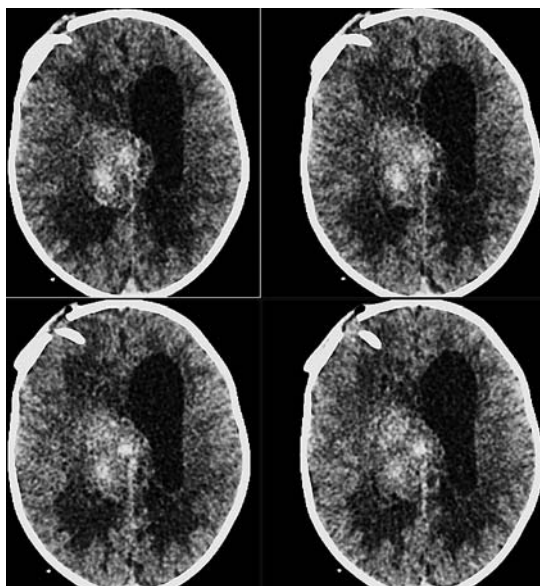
МСКТ (серия аксиальных срезов): течение патологического процесса в динамике дренирования гематомы. Гематома имеет тенденцию к снижению плотности. Интра-, паравентрикулярный сверток в теле правого бокового желудочка приобретает овальную форму
